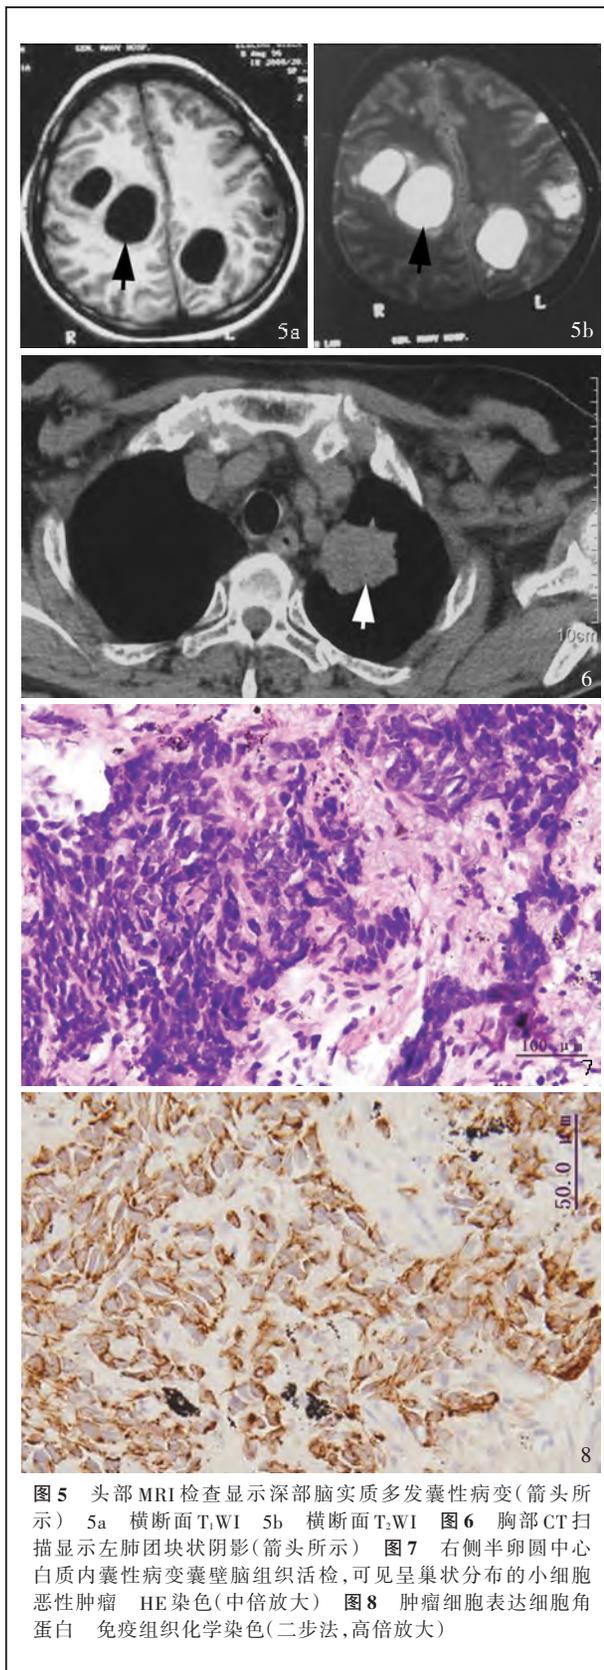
头部MRI检查显示深部脑实质多发囊性病变(箭头所示) 5a 横断面T₁WI 5b 横断面T₂WI 图6 胸部CT扫描显示左肺团块状阴影(箭头所示) 图7 右侧半卵圆中心白质内囊性病变囊壁脑组织活检,可见呈巢状分布的小细胞恶性肿瘤 HE染色(中倍放大) 图8 肿瘤细胞表达细胞角蛋白 免疫组织化学染色(二步法,高倍放大)
